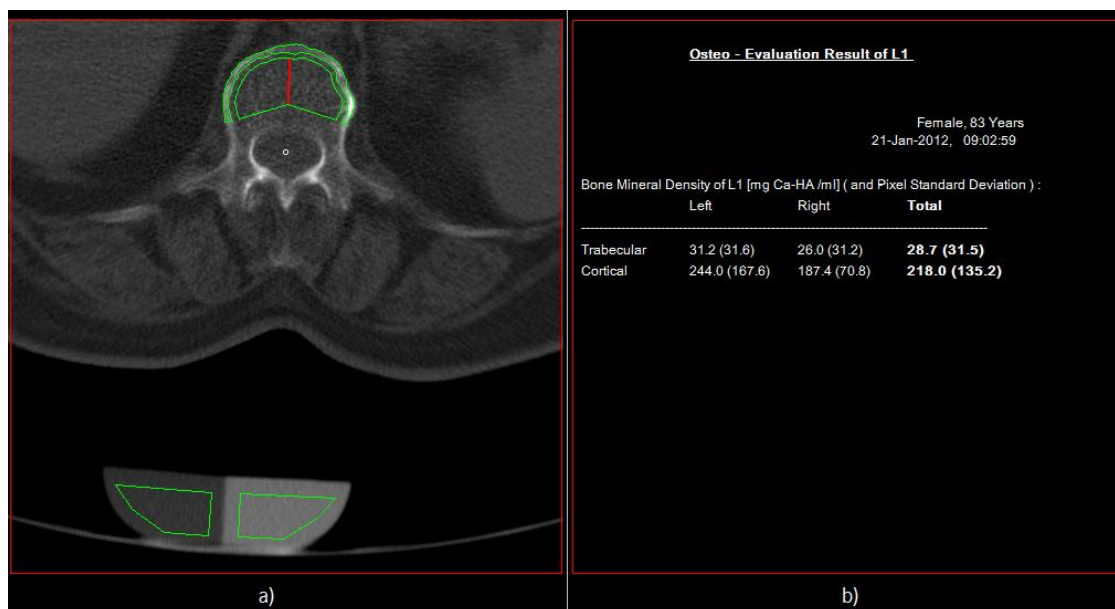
Resultado Osteo TC da vértebra L1 para o paciente 3: a) definição das ROIs para o corpo vertebral e para o fantoma; b) densidade trabecular e cortical, definidas para o lado anatômico direito e esquerdo.
